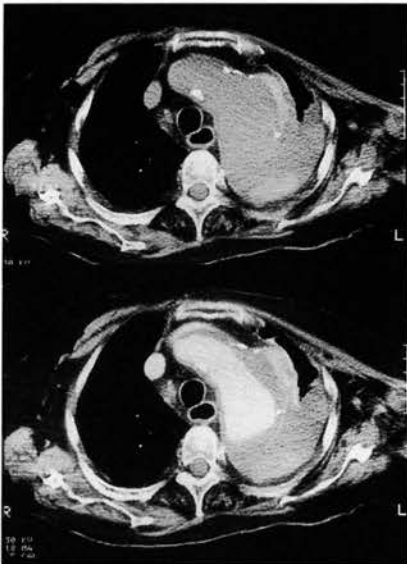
呼吸停止なしの超高速CT像 大動脈瘤破裂 (上段:単純像、下段:造影像) 縦隔内、胸腔内の血腫が明瞭に描出されている。
